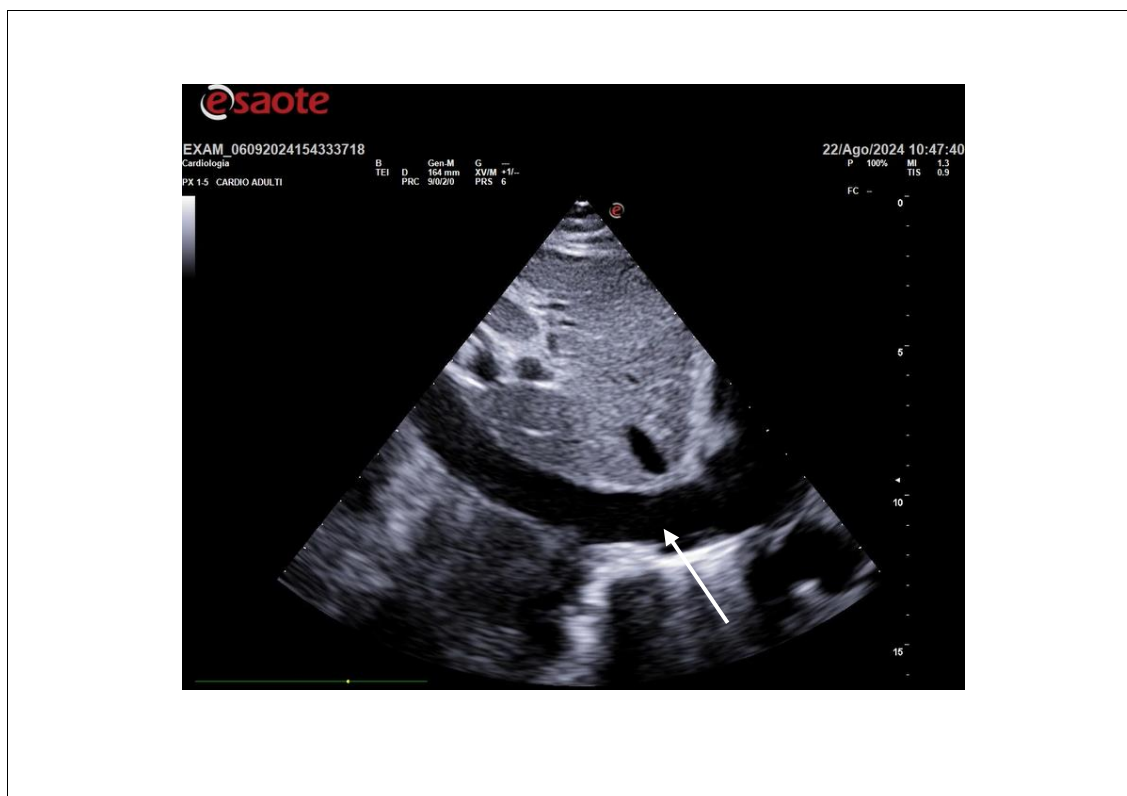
ecografia addominale che mostra una vena cava inferiore dilatata
